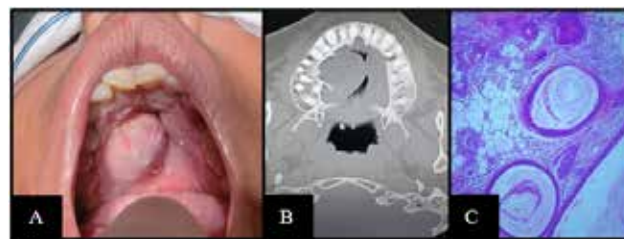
A) Paciente apresentando aumento de volume em região de palato duro. B) Tomografia axial mostrando lesão hipodensa uniforme. C) Aspectos histológicos do Adenoma Pleomórfico.
